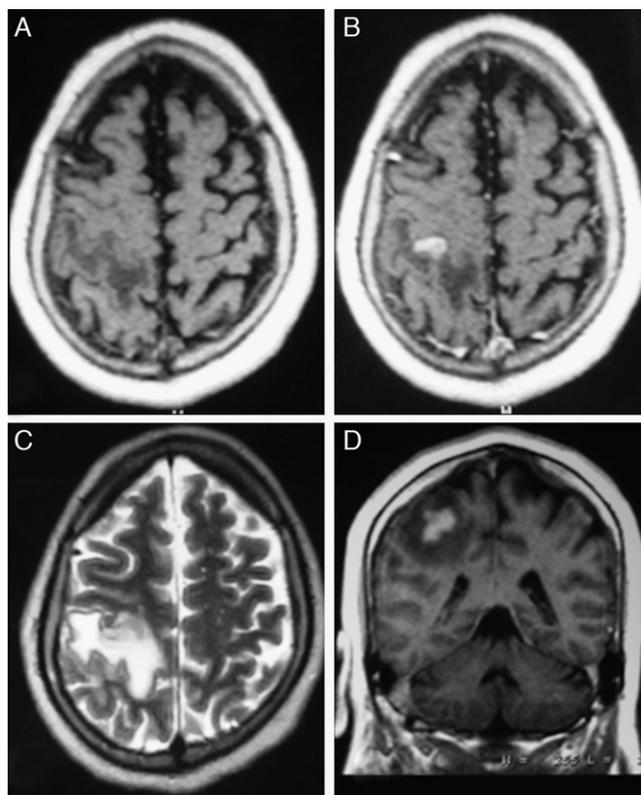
IRM preoperatoria. A. T1 sin contraste; B. T1 con contraste donde se evidencia lesión poscentral derecha lobulada con edema perilesional y realce homogéneo; C. T2; D. T1 con contraste.
